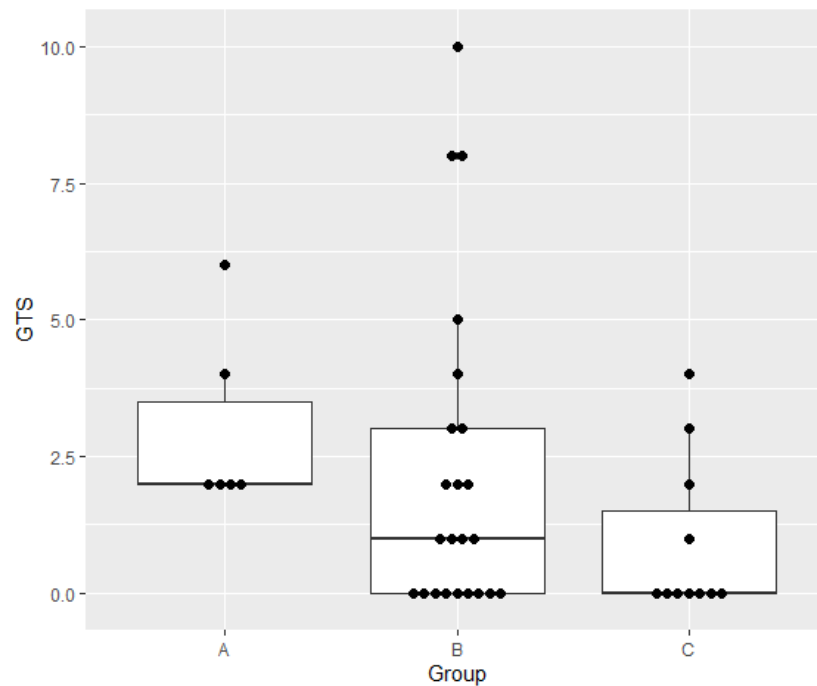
Анализ влияния количества гемотрансфузий у пациентов на степень развития ретинопатий в 3-х группах
